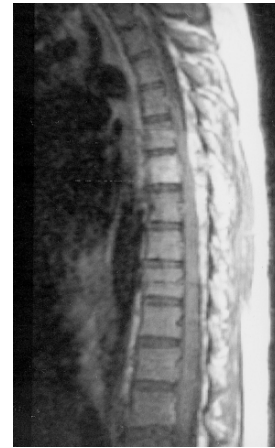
Ressonância magnética pós-operatória, com contraste. Há realce do corpo vertebral de T6 após a injeção de contraste. Não há sinais de compressão medular. O leito operatório apresenta realce intenso.
